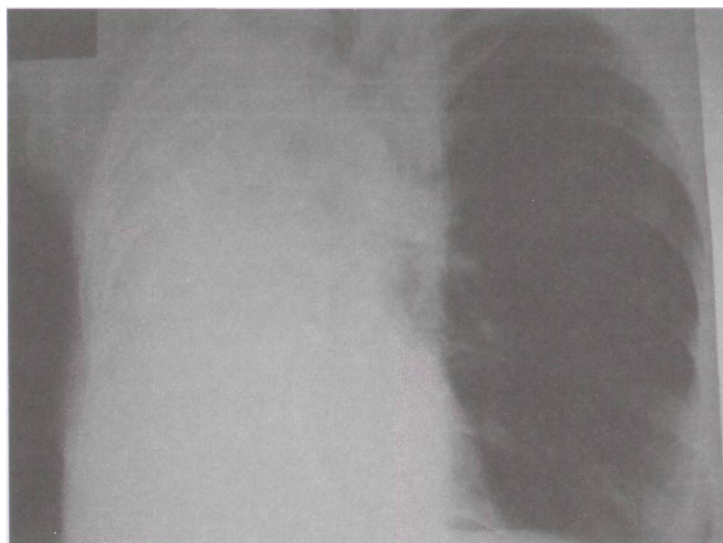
Рентгенограмма больного с казеозной пневмонией правого легкого, МБТ+
